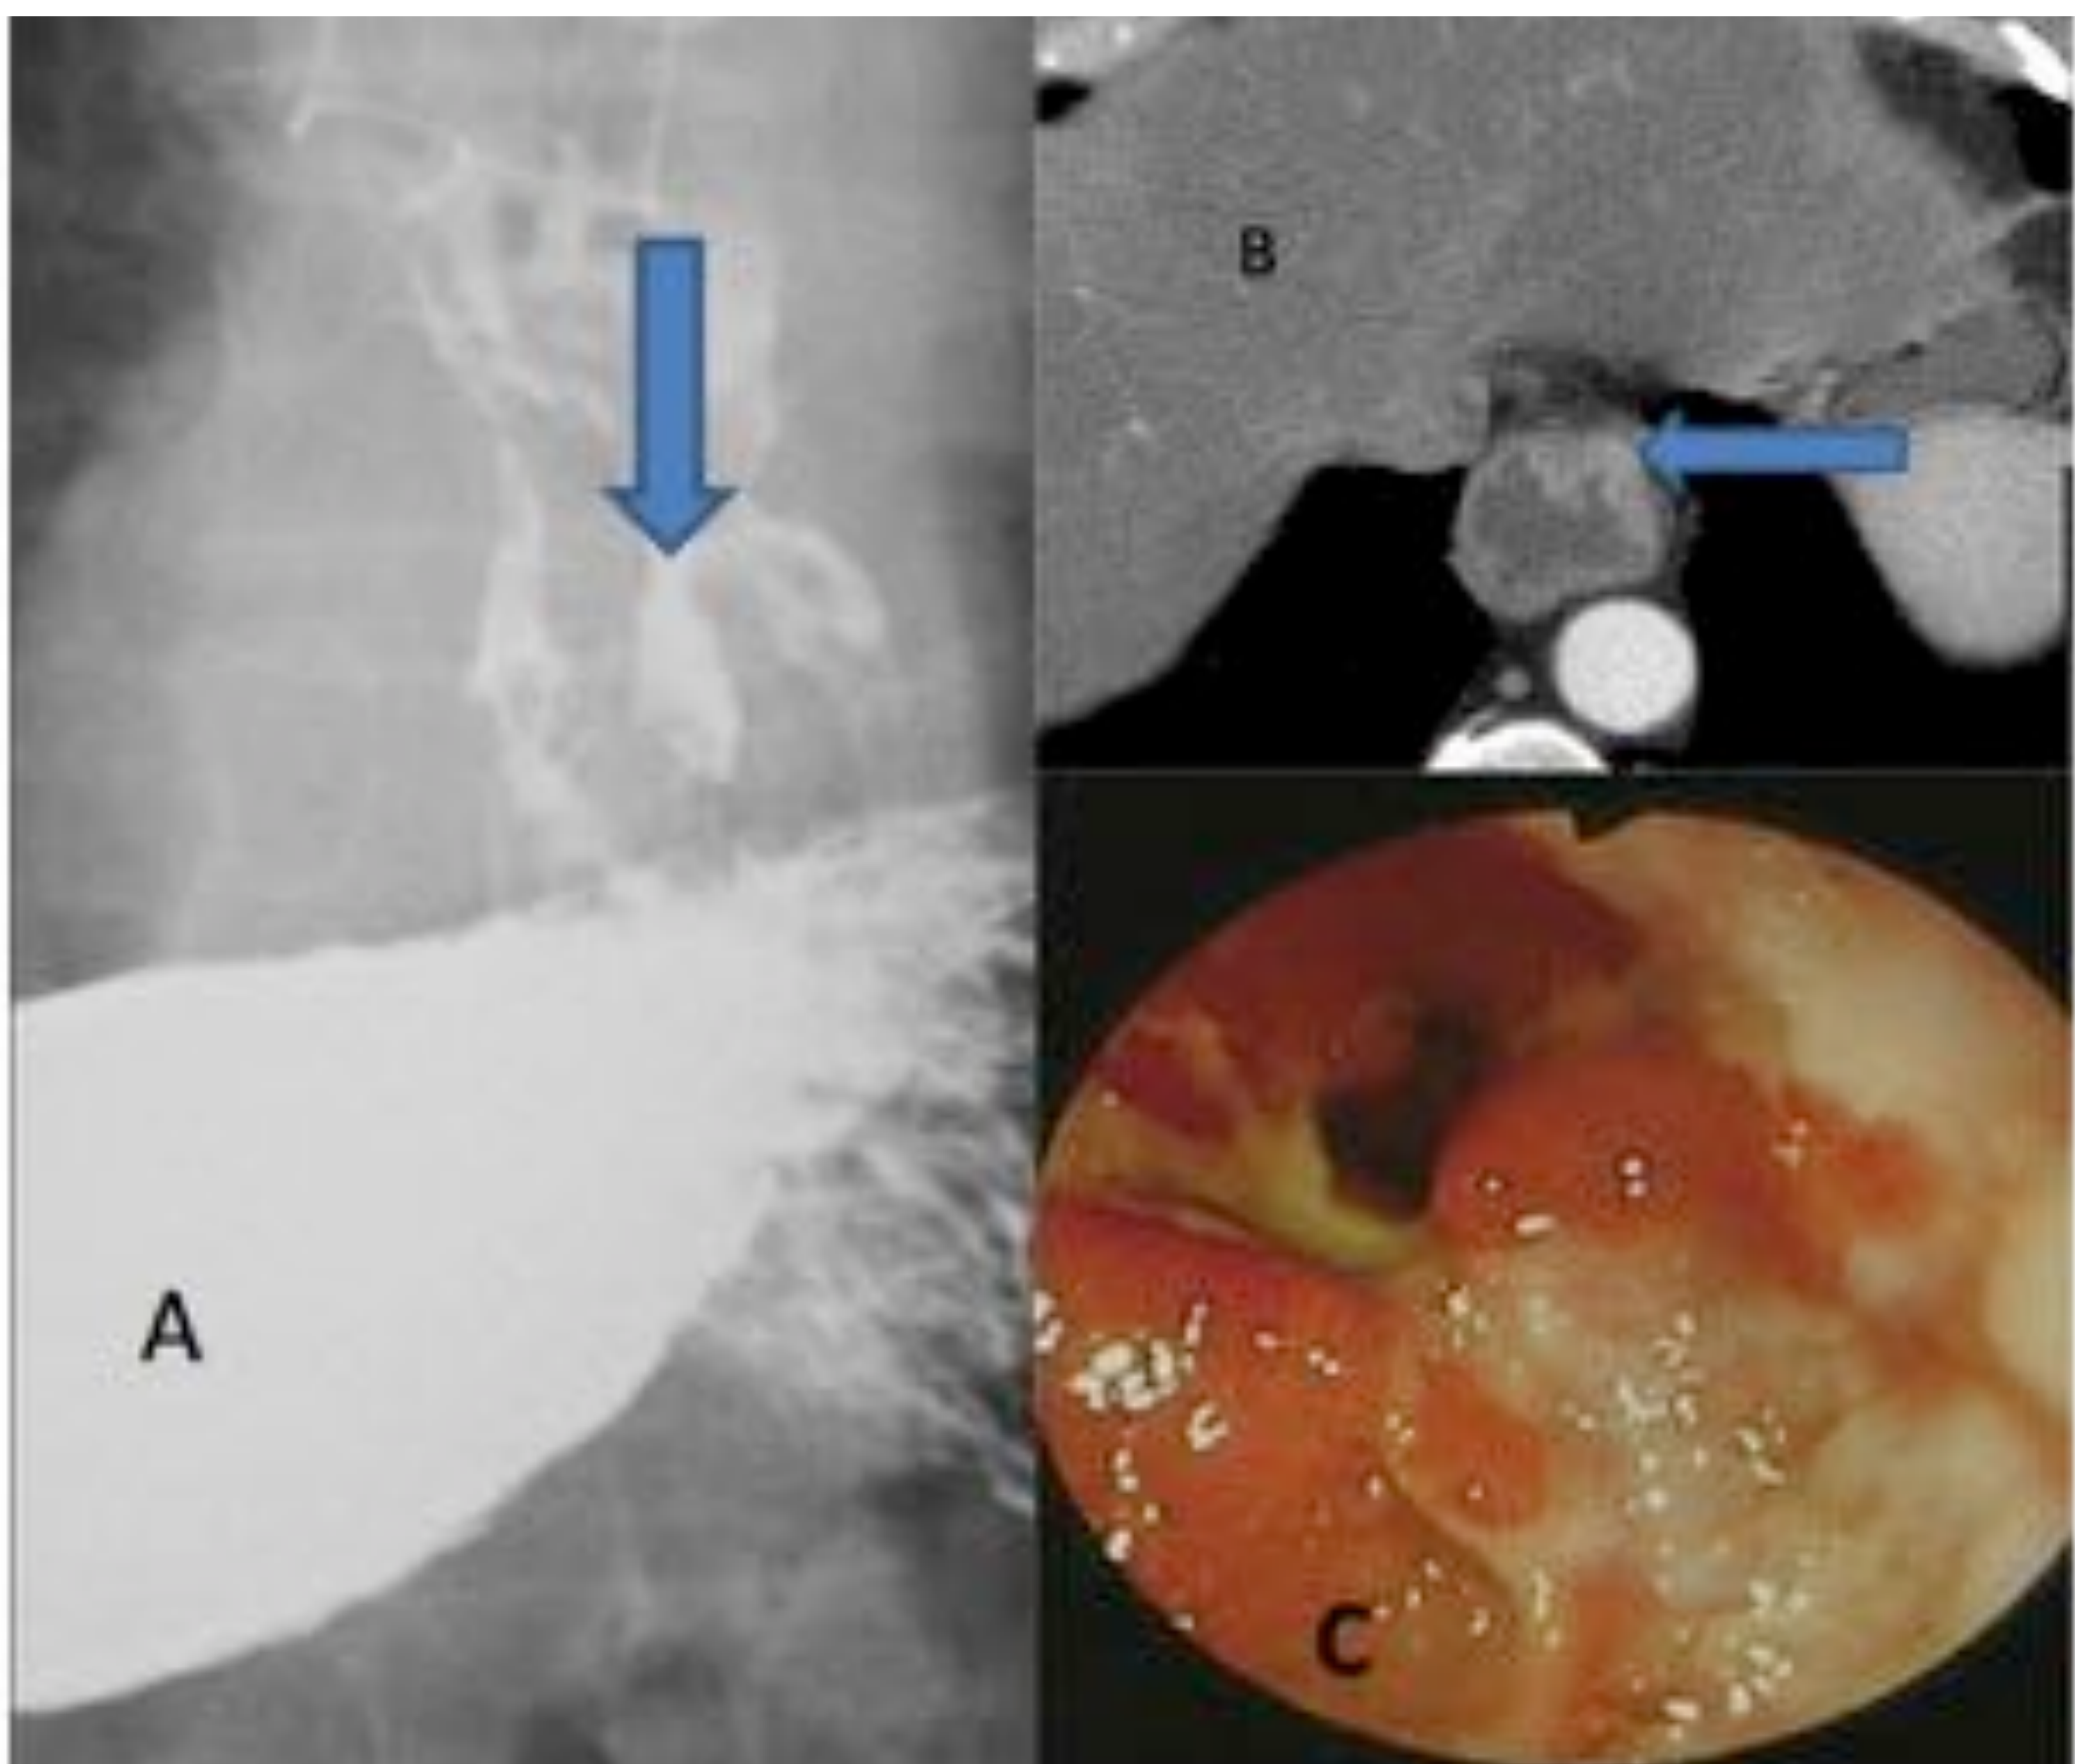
Esófago de Barrett. El esofagograma (A), el TC de tórax con CIV (B) y la endoscopia (C) muestran una gran úlcera en el tercio distal del esófago (flechas).
